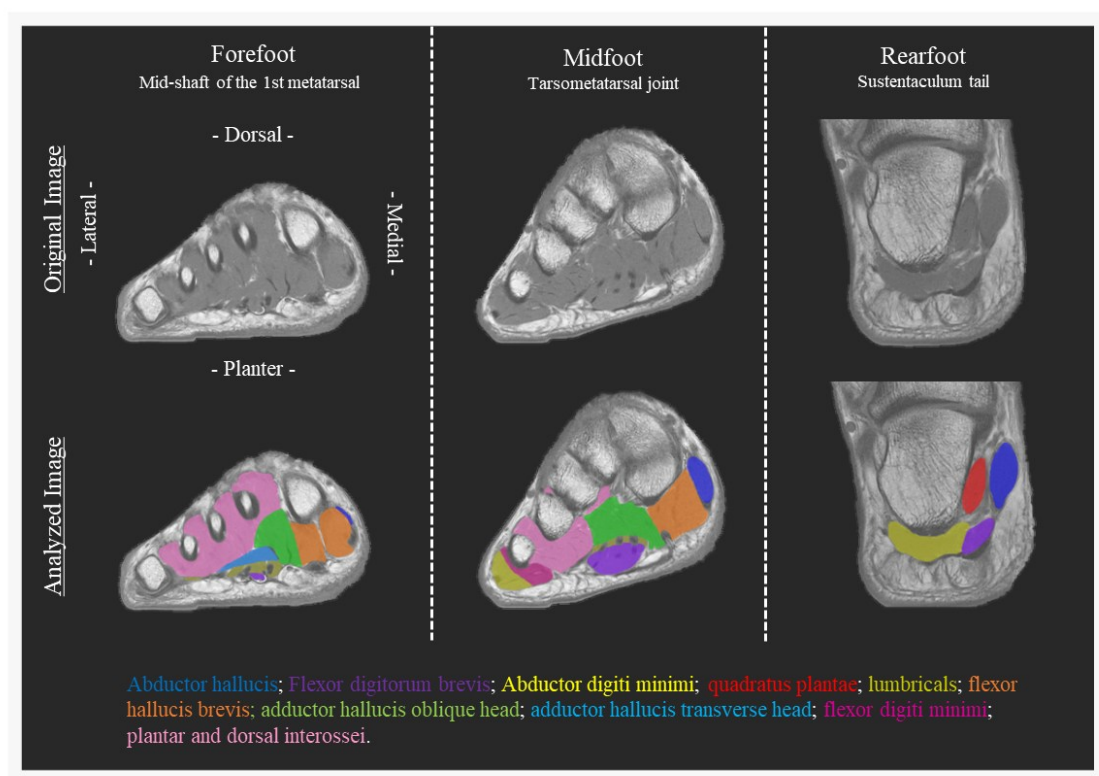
ダンサーの代表的な右足部の MRI 画像
